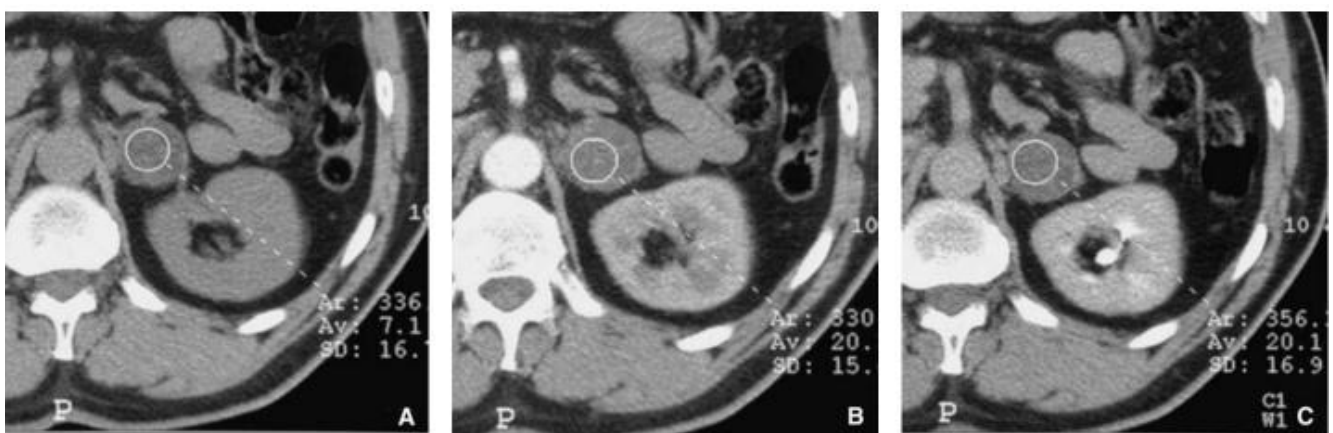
masse de découverte fortuite : A. Tomodensitométrie (TDM) SPC densité : 7 unités Hounsfield [UH]. B. TDM IV dynamique. C. TDM tardif 15 minutes, densité : 20 UH. Diagnostic : adénome typique sur la densité sans injection inférieure à 10 UH et sur la densité à 15 minutes inférieure à 35 UH. [84 ; 88]
